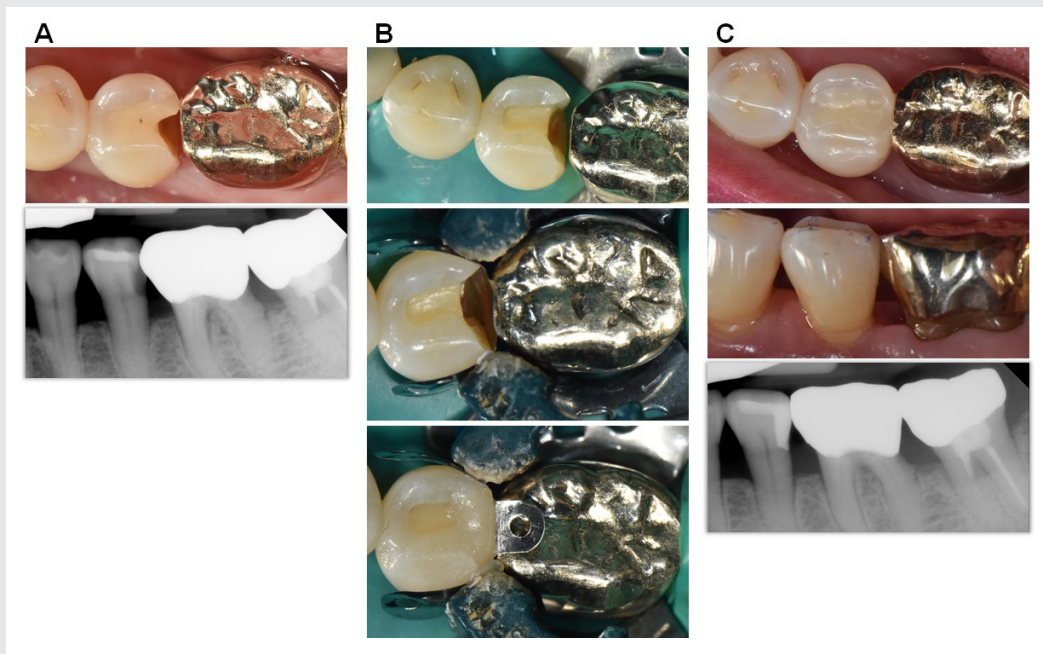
(A) 기존 수복물이 탈락한 것 같은 모습. x-ray에서 #35 치아의 distal 부위 defect가 관찰된다. (B) 외동 형성, sectional matrix를 적용하고 복합레진을 수복한 모습. (C) finishing 및 polishing까지 완료한 모습. x-ray에서 gingival margin, contact area와 인접면 외형을 확인할 수 있다.
